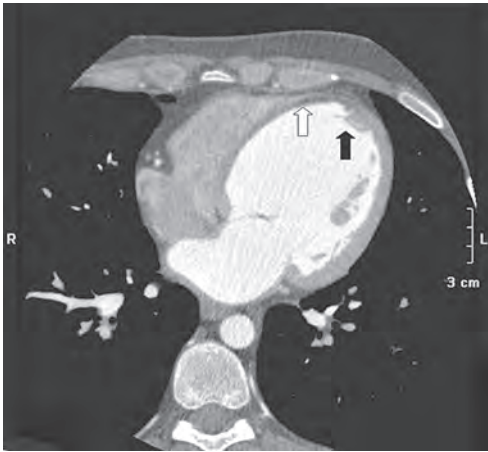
Мультиспиральная компьютерная томография сердца у больного с постинфарктным кардиосклерозом (светлой стрелкой указана область рубцовых изменений межжелудочковой перегородки, темной — обозначен тромб в ЛЖ).
